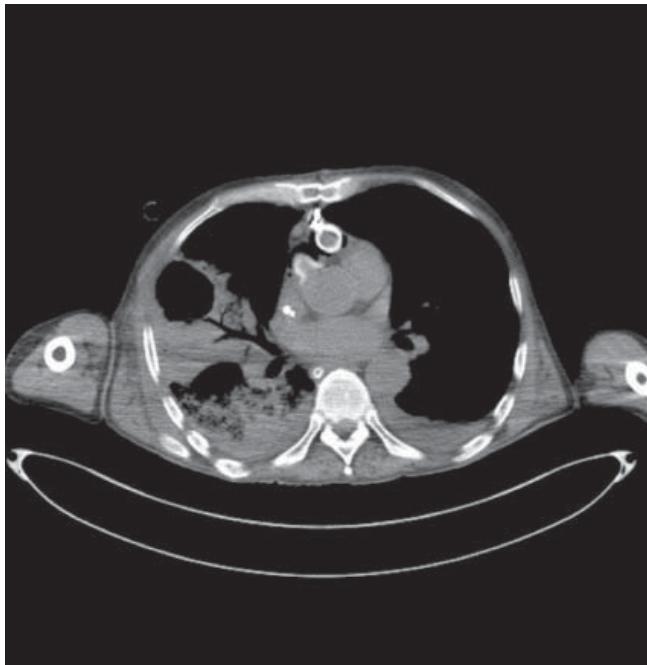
КТ-снимок пациента A. Визуализируется абсцесс средней доли правого легкого
